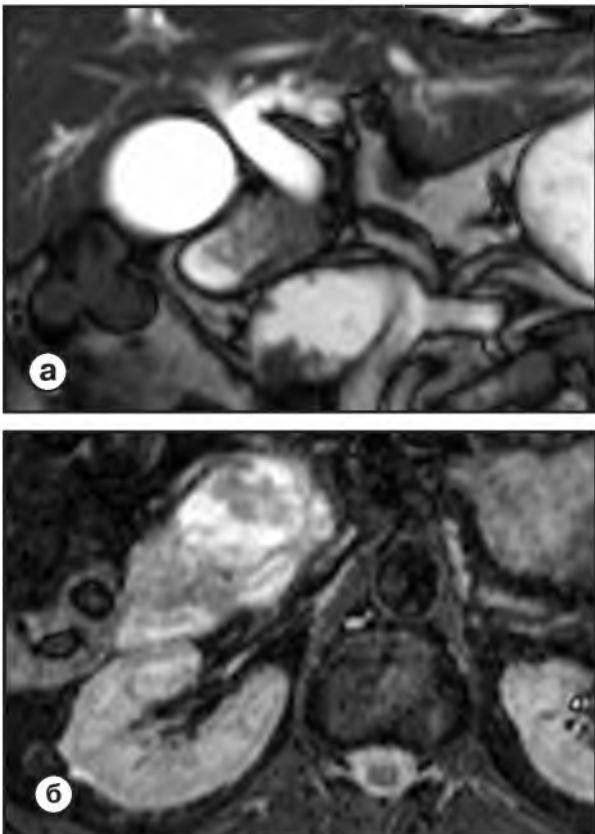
МРТ, B-TFE/COR (а), STIR (б) Образование в головке поджелудочной железы кистозно-солидного характера с наличием пристеночных разрастаний
